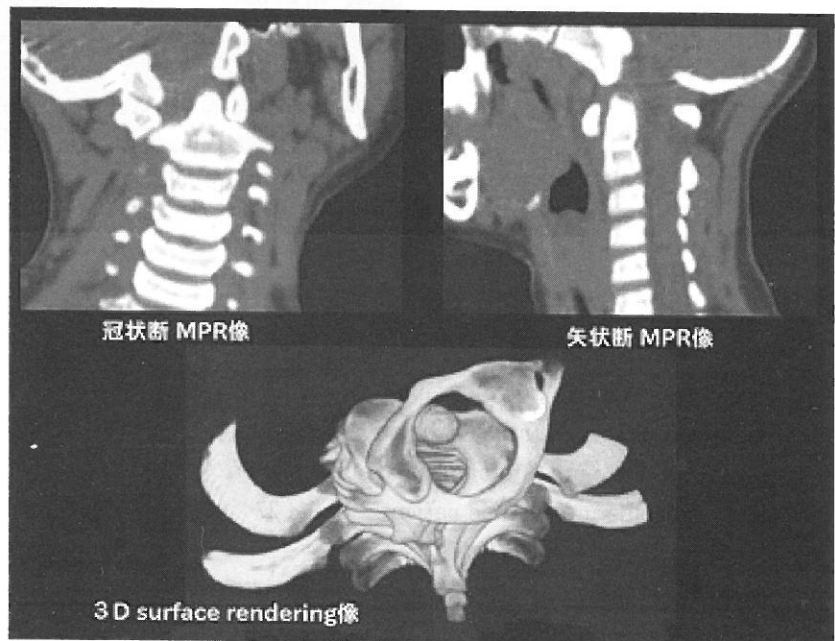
MPR and 3D-CT images of case 1.
